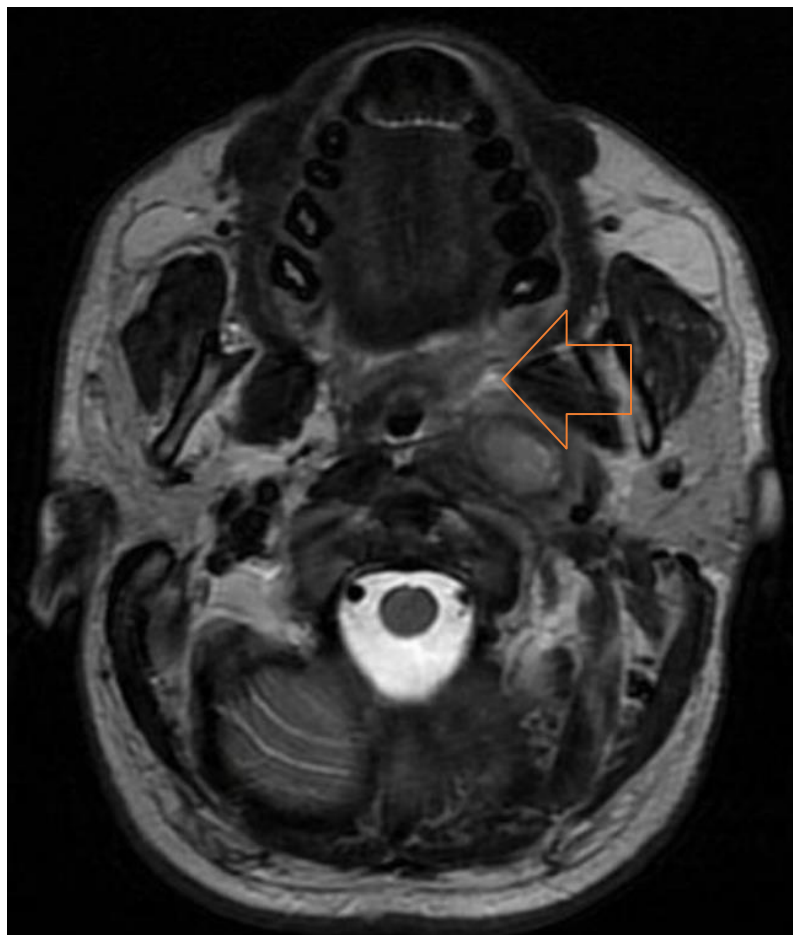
МРТ мягких тканей шеи после выполнения СХЭ
